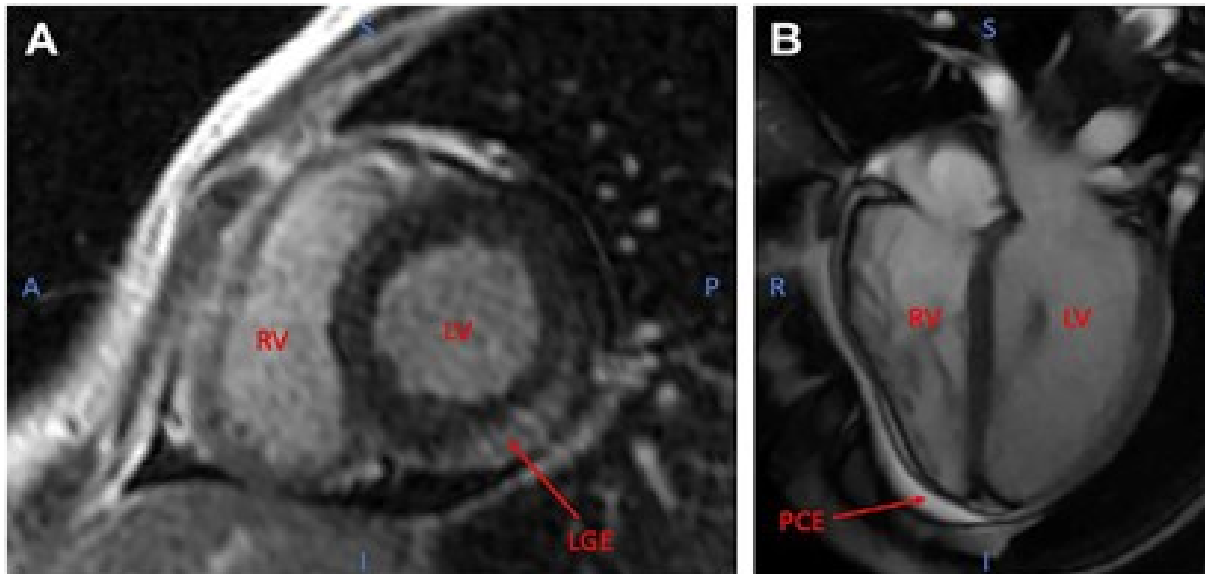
Resonancia magnética de una niña de 16 años que presentó dolor torácico intermitente y disnea 2 semanas después de una enfermedad viral. (A) Vista de eje corto que muestra el ventrículo izquierdo (LV) en una sección transversal, con un área de realce tardío de gadolinio (LGE), compatible con miocarditis que afecta el miocardio del LV posterior/inferior. (B) Vista de cuatro cámaras que muestra un pequeño derrame pericárdico (PCE) consistente con inflamación pericárdica. una anterior; yo, inferior; L, izquierda; P, posterior; R, derecha; RV, ventrículo derecho; S, superior. (Imagen prestada con permiso de Wilson King, MD, Profesor Asociado de Pediatría, Universidad de Saint Louis).
